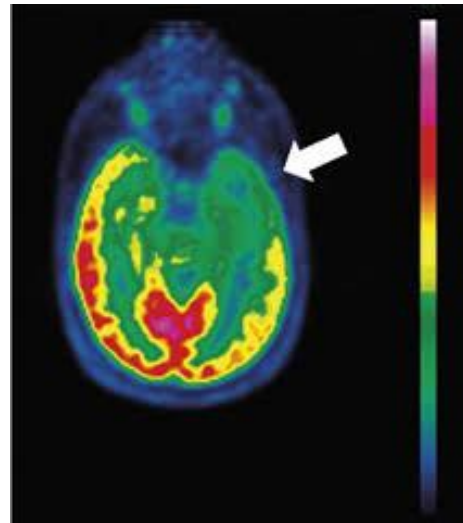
PET-FDG, hipometabolisme temporal anterior esquerre.
